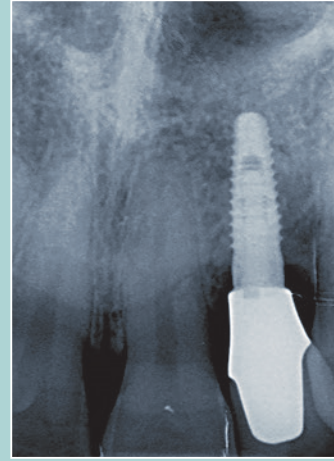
Finale Situation in der Röntgenkontrolle.
